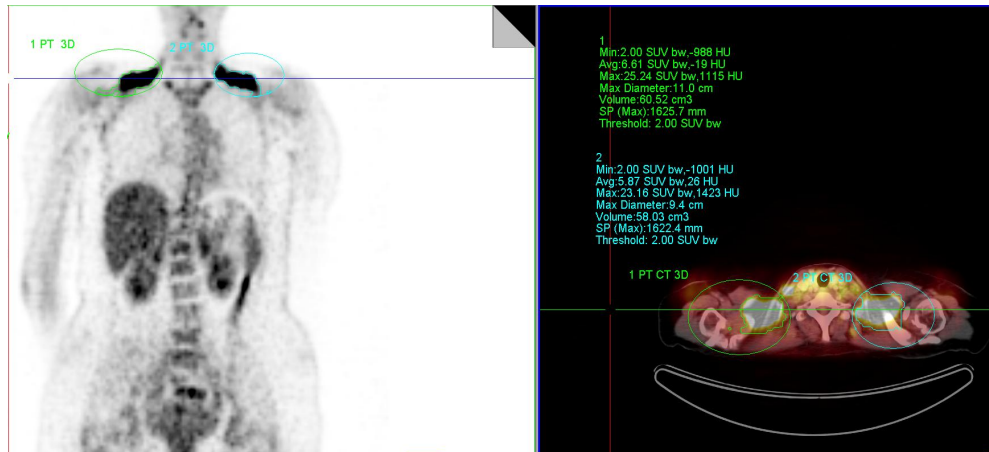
SUV- und Volumenmessung, Syngo (inklusive grüne und blaue ROI)
